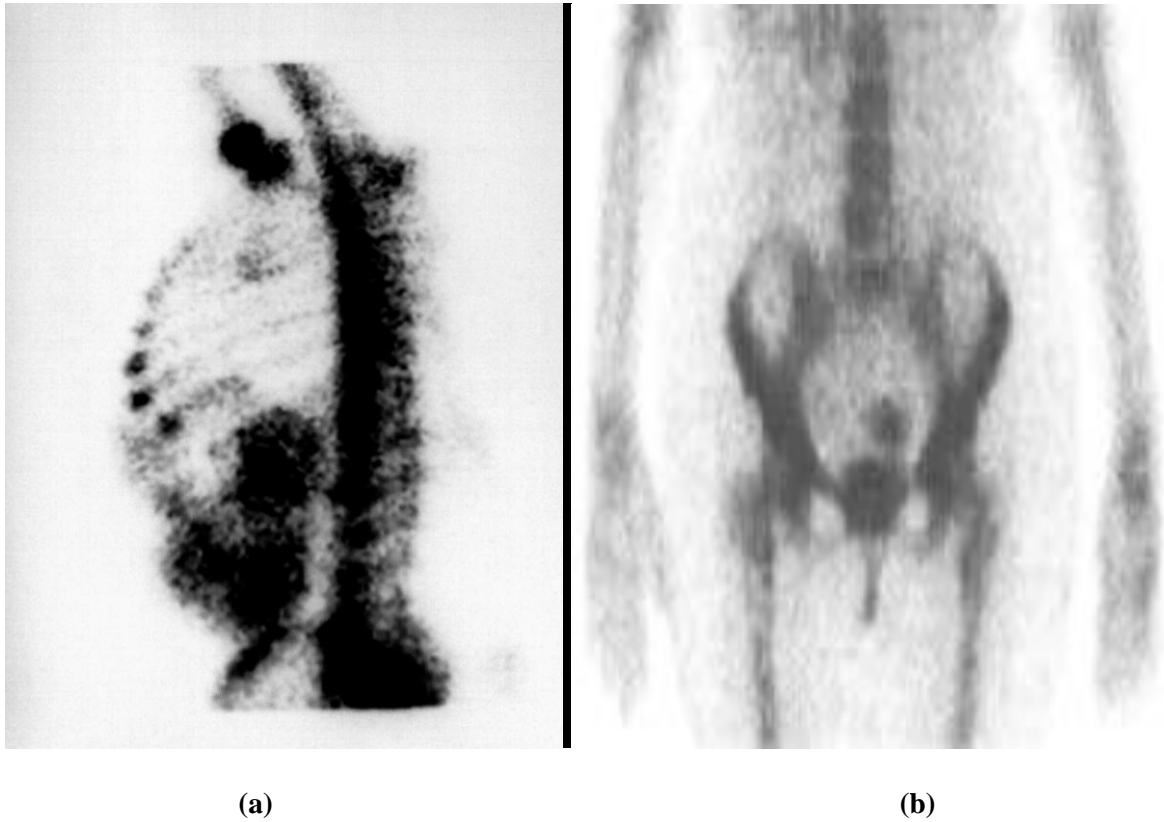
Fixation extra-osseuse en scintigraphie osseuse (a) : neuroblastome abdominale (Service de Médecine Nucléaire HMI-MV) (b) : fibrome utérin calcifié.
